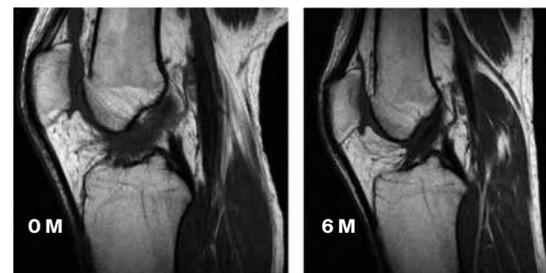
MRT T1 Sequenz 0 und 6 Monate zeigt anatomische Restrukturierung
